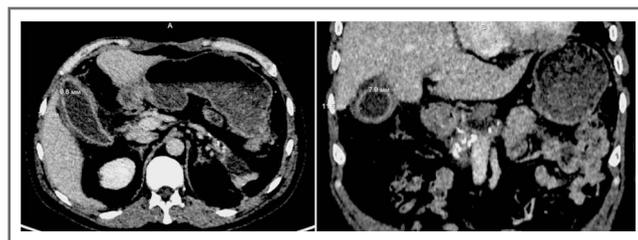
СКТ живота от 09.11.2021. ЖП увеличен до 100×43 мм. Отмечается утолщение стенки ЖП до 11,5 мм и ее локальное расслоение на уровне дна. В просвете прослеживается жидкостное содержимое. Окружающая клетчатка реактивно уплотнена.
